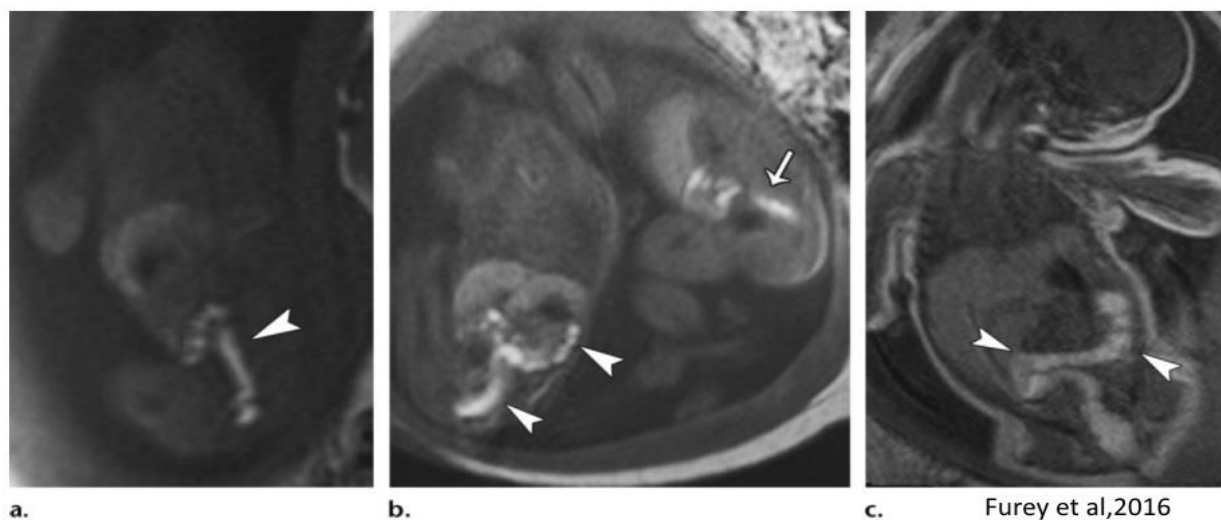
Coronal T1-weighted images at 23 (a), 26 (b), and 38 (c) weeks show the normal appearance of meconium (arrowheads) with increasing gestational age. The 26-week image (b) shows a twin gestation; twin A is on the maternal right (arrowheads in b). Note the hyperintense meconium also in twin B (arrow in b); twin B is in a sagittal oblique orientation relative to the imaging plane.
